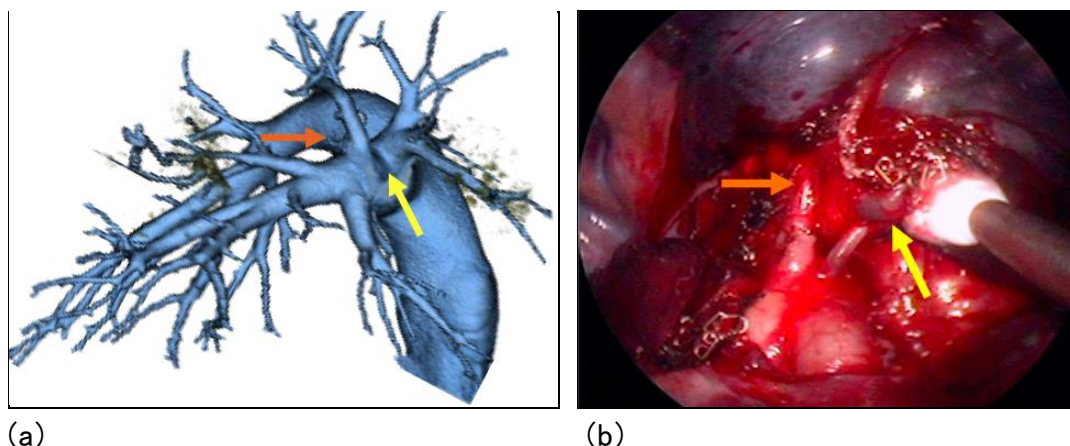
術前 3D-CT で描出されなかった症例.
